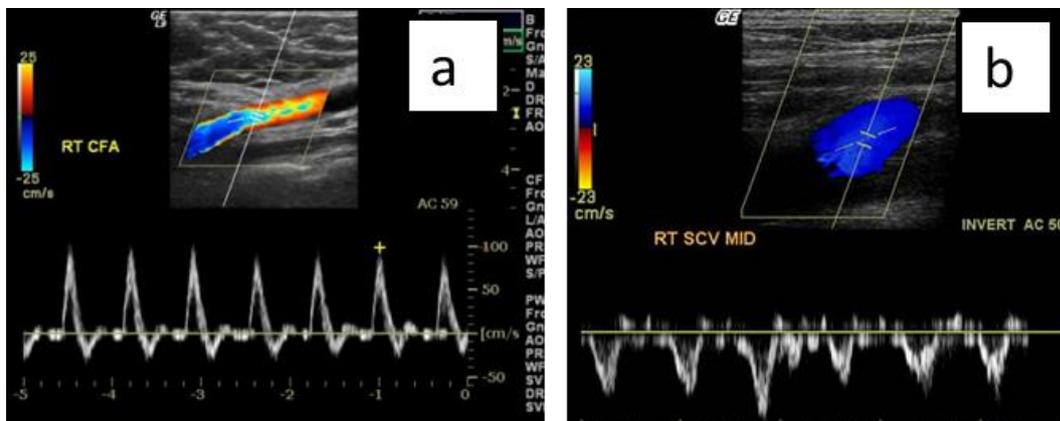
(37): Doppler pulsado arterial mostrando el típico flujo sistólico de alta velocidad (a), y el Doppler de una vena central con su flujo sistólico-diastólico de baja velocidad (b) Figura propia del autor
